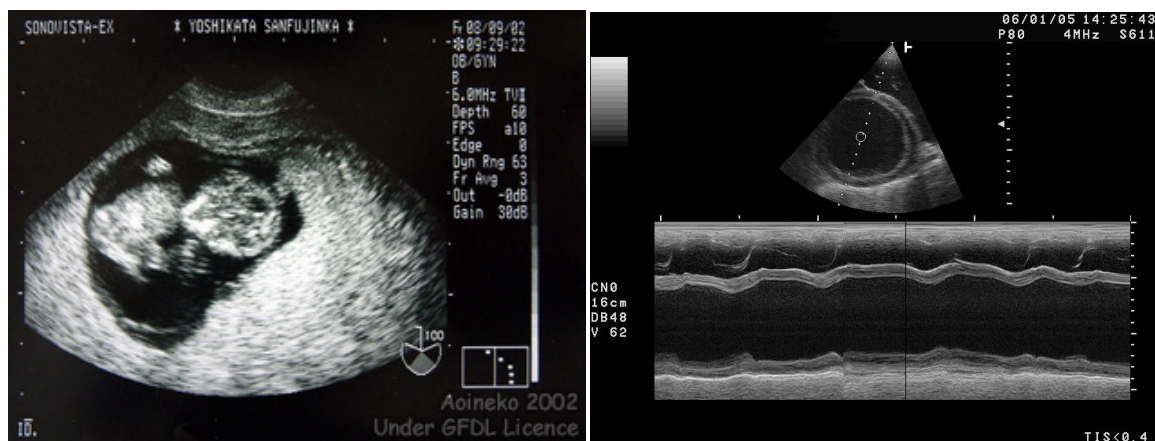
Gauche : scan B, échographie fœtale. Droite : scan M, échographie cardiaque
